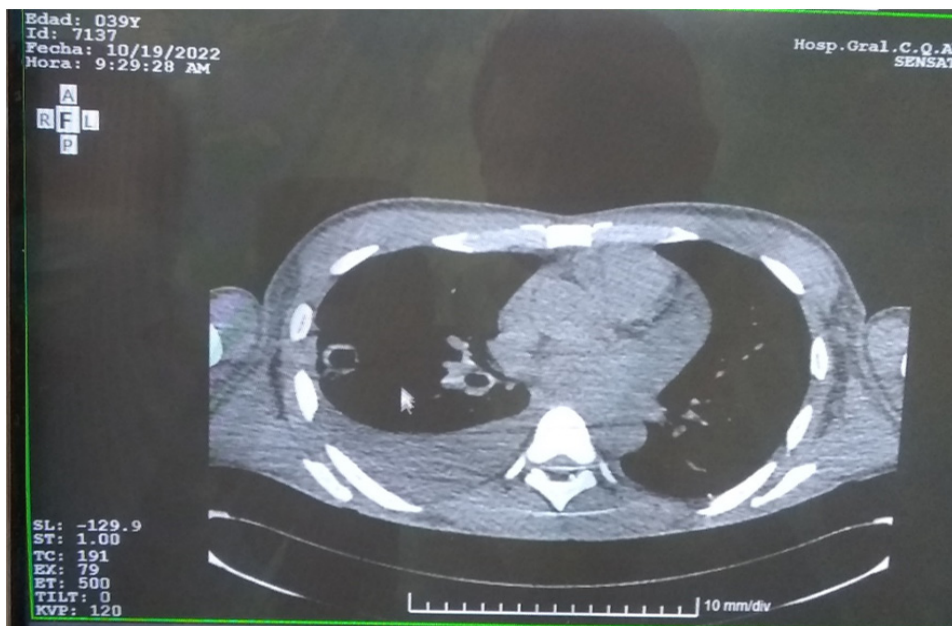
TAC de tórax: derrame pleural derecho e imágenes cavitadas multilobulares
